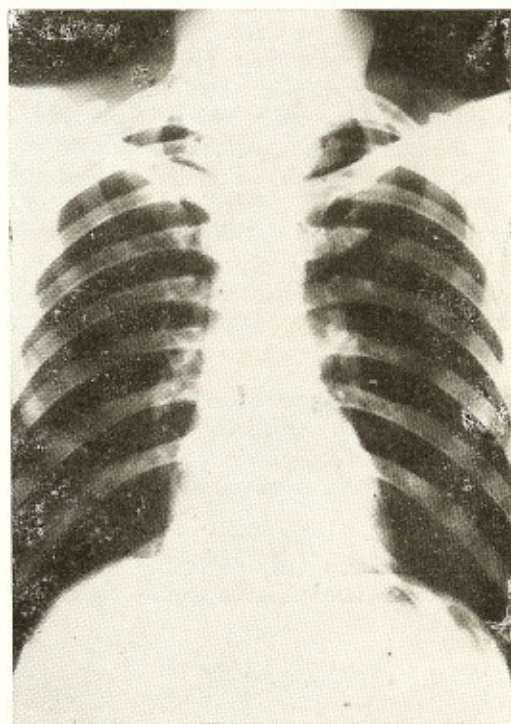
Telerradiografia do tórax. Discreto espessamento hilar. Área cardíaca normal. Arco médio retificado.
